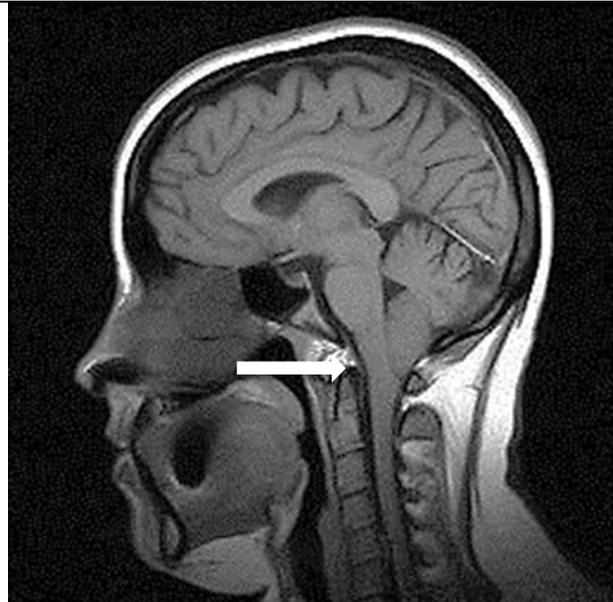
Сагиттальная МР-томограмма больной М. от 20.03.10 (стрелкой указан уровень большого затылочного отверстия)
